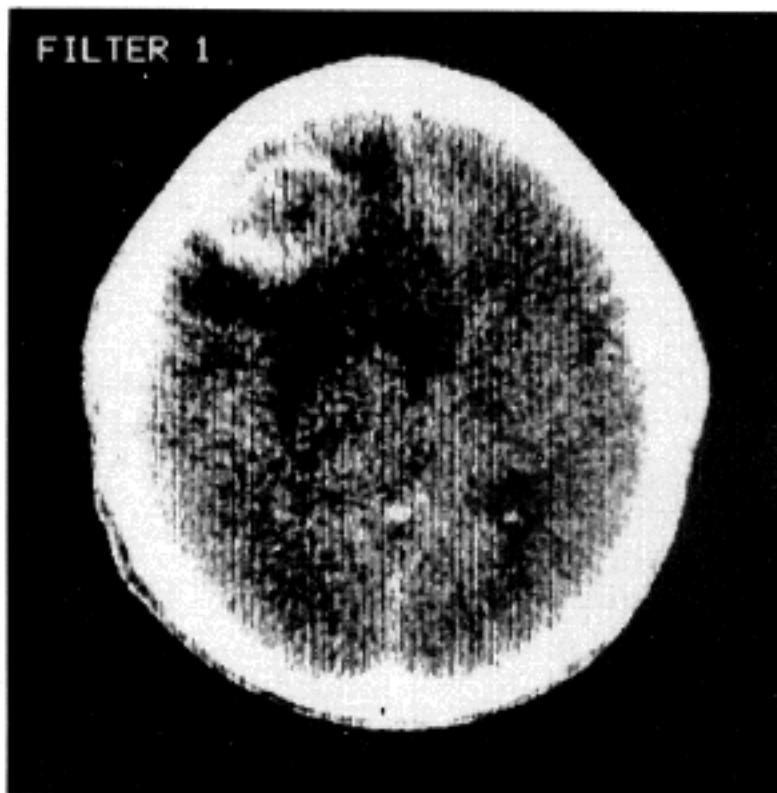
CT scan of brain revealed a relatively demarcated round tumor mass in the left frontal area of brain.
